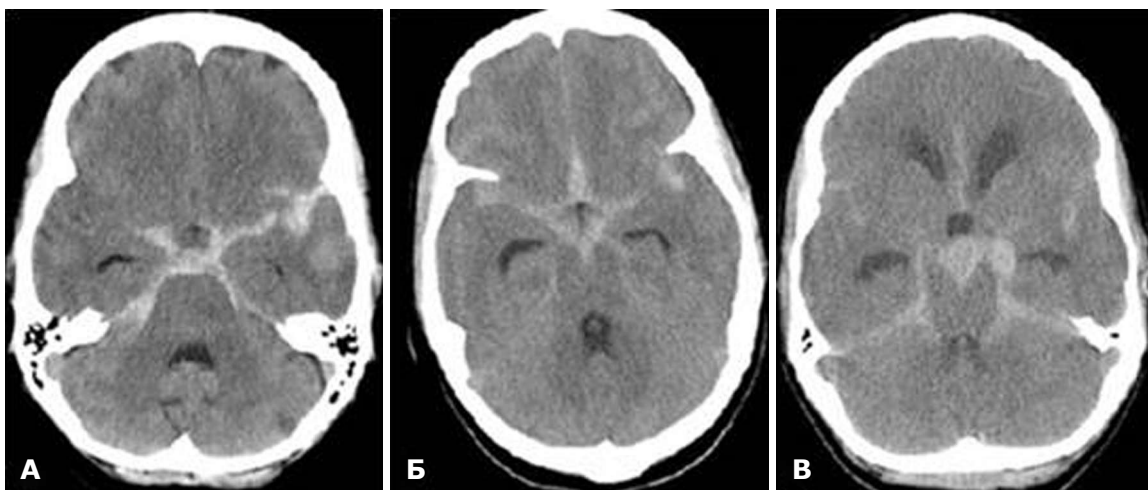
Комп'ютерна томографія. Субарахноїдальний крововилив унаслідок розриву лівої середньої мозкової артерії (А); передньої сполучної артерії (Б); основної артерії (В)
